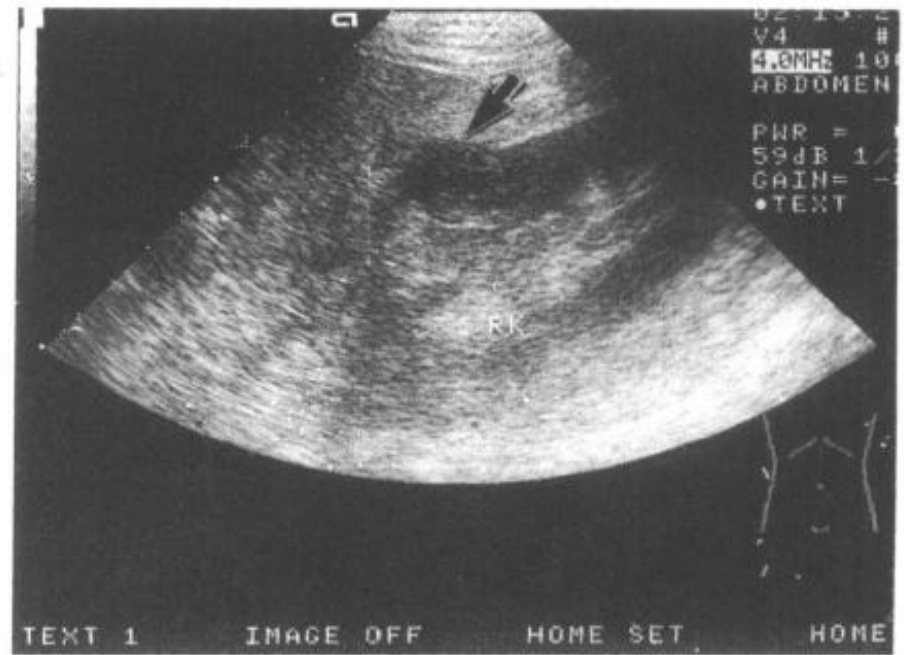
7—4 超声显示右肾上极出血性肾囊肿(↑)
